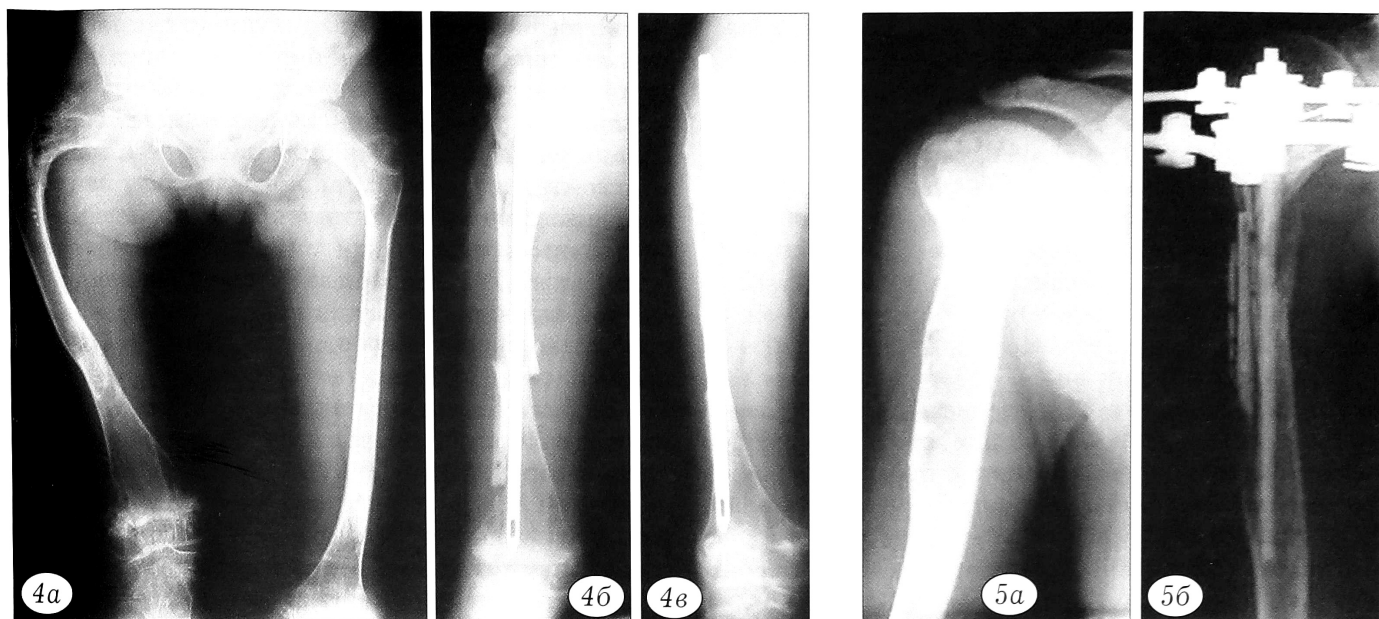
Рентгенограммы больной Ч. 11 лет. Деформации нижних конечностей на почве несовершенного остеогенеза. *a* — до операции; *б* — после наднадкостничной аллопластики «Перфоостом» в сочетании с интрамедуллярным остеосинтезом; *в* — через 6 мес после операции.
